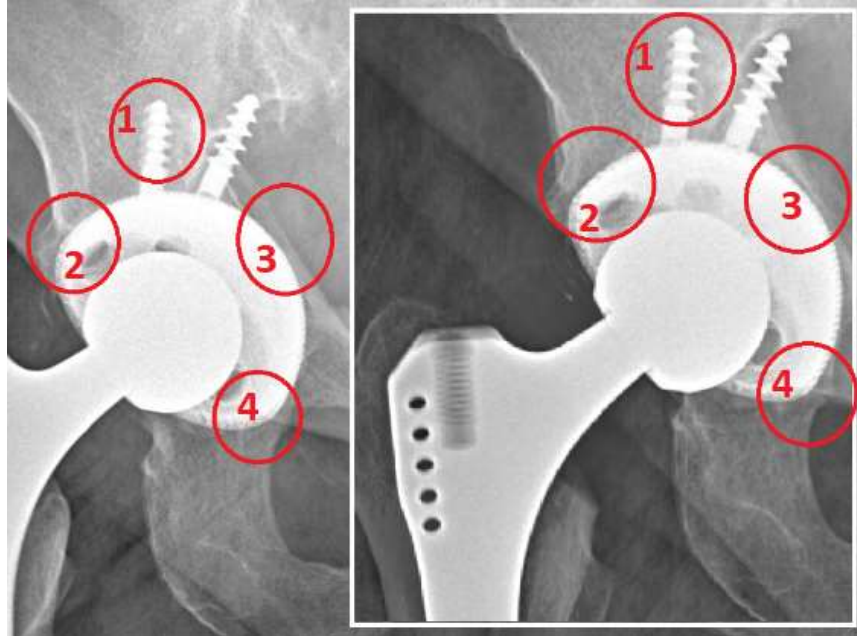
Фрагмент рентгенограмм костей таза пациентки С., 60 лет, в переднезадней проекции с центрацией на лонное сочленение (в белом квадрате) и в прямой проекции через 12 мес. после операции: замещен эндопротезом правый тазобедренный сустав; красными кругами отмечены признаки изменения костной ткани, соответствующие биологической фиксации
